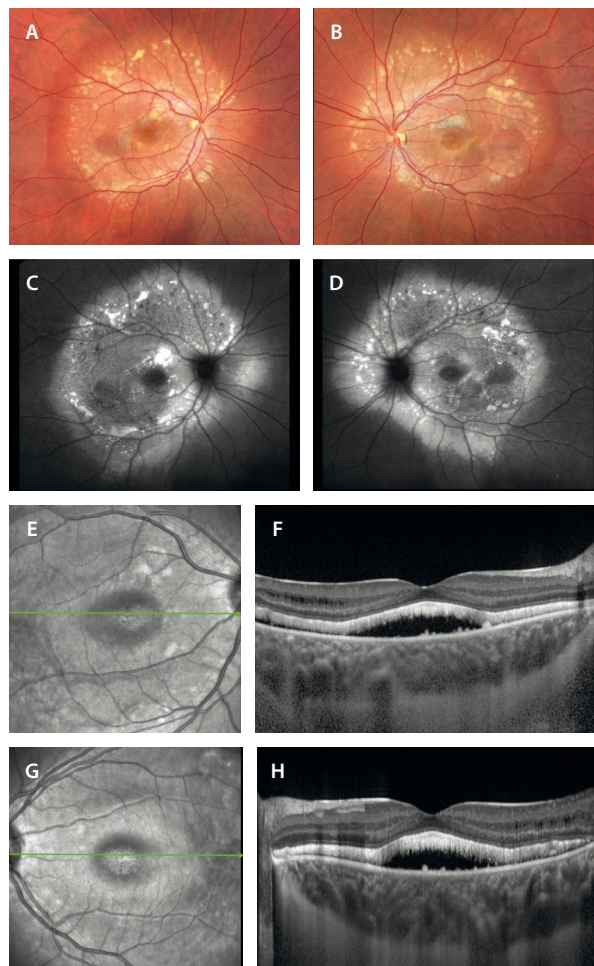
Bestrofinopatía autosómica recesiva. A y B) Retinografía que muestra dos lesiones rojizas a nivel macular, así como múltiples lesiones amarillentas multifocales de tipo viteliforme alrededor de las arcadas vasculares. C y D) En la autofluorescencia, las lesiones maculares son hipoautofluorescentes, mientras que las lesiones de tipo viteliforme muestran una hiperautofluorescencia multifocal característica. E-H) Imagen cercana a la infrarroja y tomografía de coherencia óptica de las lesiones. La imagen cercana a la infrarroja (E y G) muestra una lesión hiporreflectiva foveal, correspondiendo al espacio hiporreflectivo de fluido subretiniano en la tomografía de coherencia óptica (F y H). Además, estas imágenes de la tomografía de coherencia óptica muestran un engrosamiento de los fotorreceptores con una hiperreflectividad difusa en banda a nivel del espacio viteliforme (capa de los elipsoides) que va más allá del polo posterior (hasta donde están los depósitos viteliformes hiperautofluorescentes). La coroides es gruesa.
